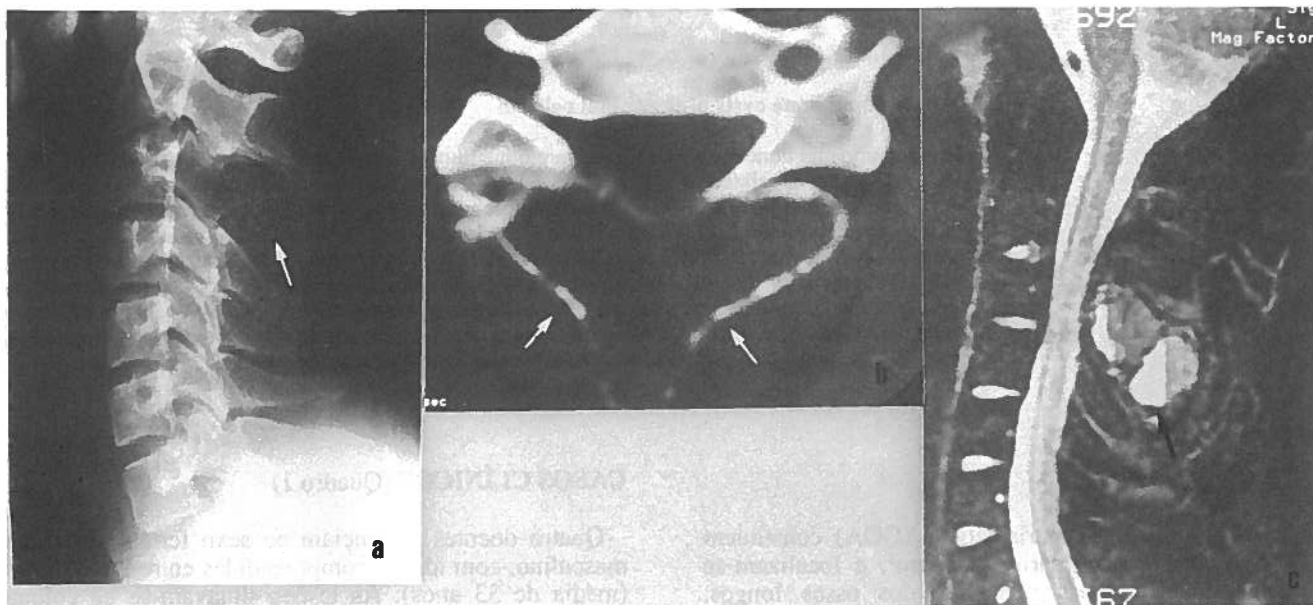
Caso II - Quisto ósseo aneurismático cervical (C3). a) Rx simples - aspecto de lise da apófise espinhosa (seta); b) TAC - osteólise e insuflação do arco posterior e apófise espinhosa vertebrais (setas); c) IRM após administração de gadolínio - presença de «níveis líquidos» intralesionais (seta).
